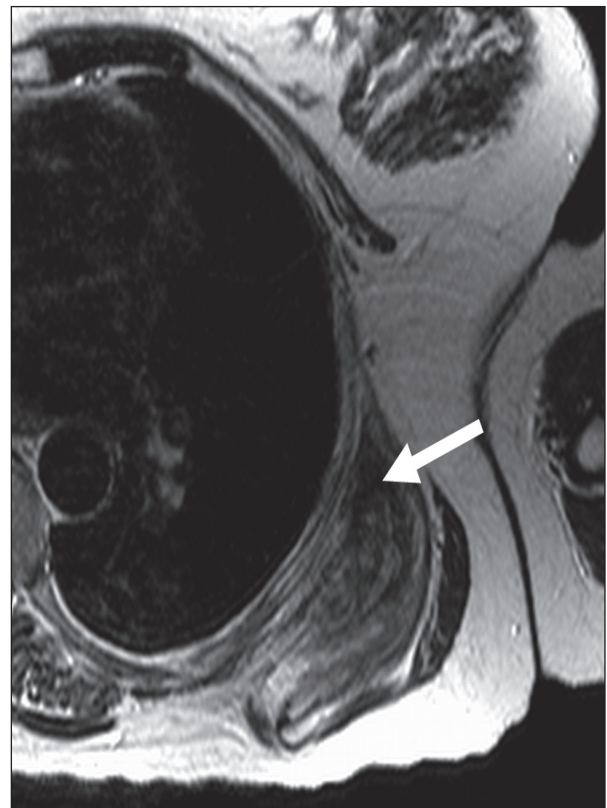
Elastofibroma subescapular izquierdo. RM en corte axial en secuencia potenciada en T1 mostrando tumoración heterogénea subescapular con zonas hipointensas de fibrosis (flecha) y áreas de grasa entrelazadas hiperintensas en T1.
